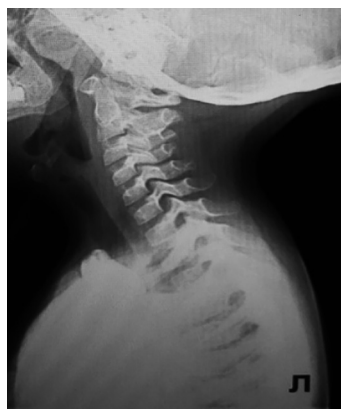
Рентгенограмма органов шеи в боковой проекции
